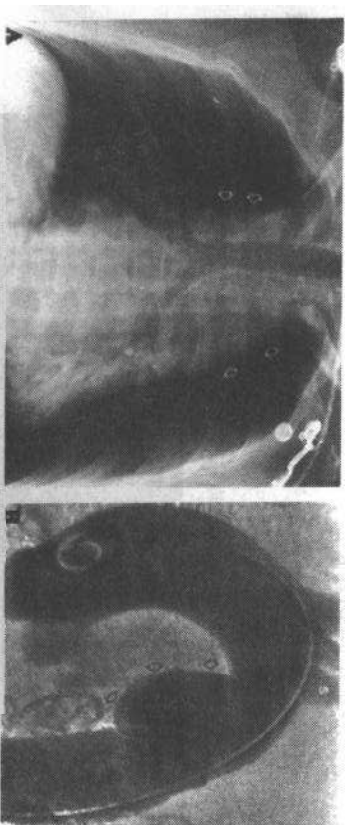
创伤性主动脉撕裂。A 车祸后病人半立位前后位胸片发现纵隔增宽(空心箭头),提示有纵隔内出血。B 主动脉造影显示有创伤性假性主动脉瘤(空心箭头)突出于左锁骨下动脉(S)远侧主动脉轮廓之外。C 未强化CT扫描像显示主动脉(A)和气管(T)被纵隔内出血包围,双侧胸膜腔渗出液(血胸)存在
